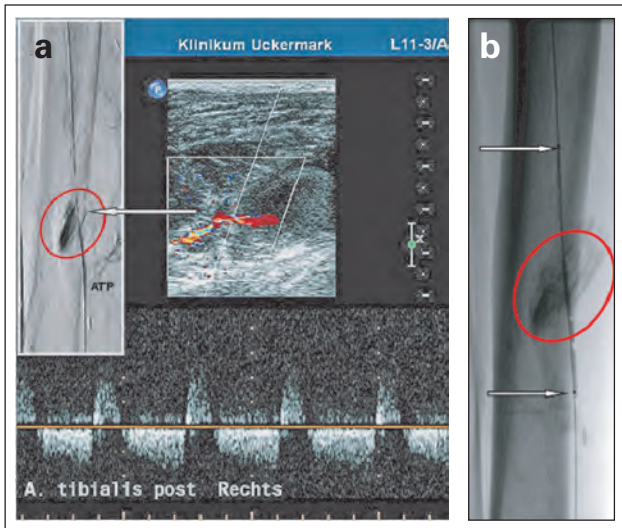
(a): Nach Wiedereröffnung extravaskuläres KM-Depot (Pfeil), duplexsonographisch Aneurysma spurium mit charakteristischem „to and fro“-Dopplersignal; (b): prolongierte Dilatation im Bereich der Leckage (Pfeile = 2,0/80 mm Ballon).
